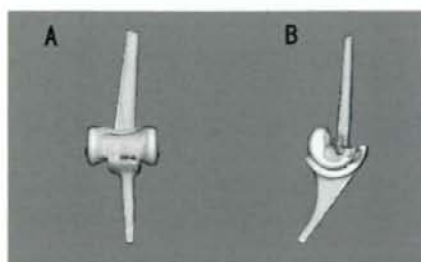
既知の各コンポーネントCADモデルをCTデータから作成した各コンポーネントのモデルに重ね合わせた。
